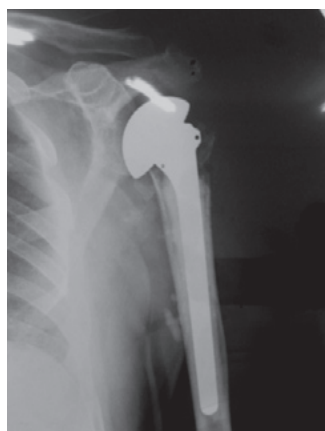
Рентгеновский снимок пациента З. после первичного эндопротезирования левого плечевого сустава эндопротезом фирмы «*DePuy*»
